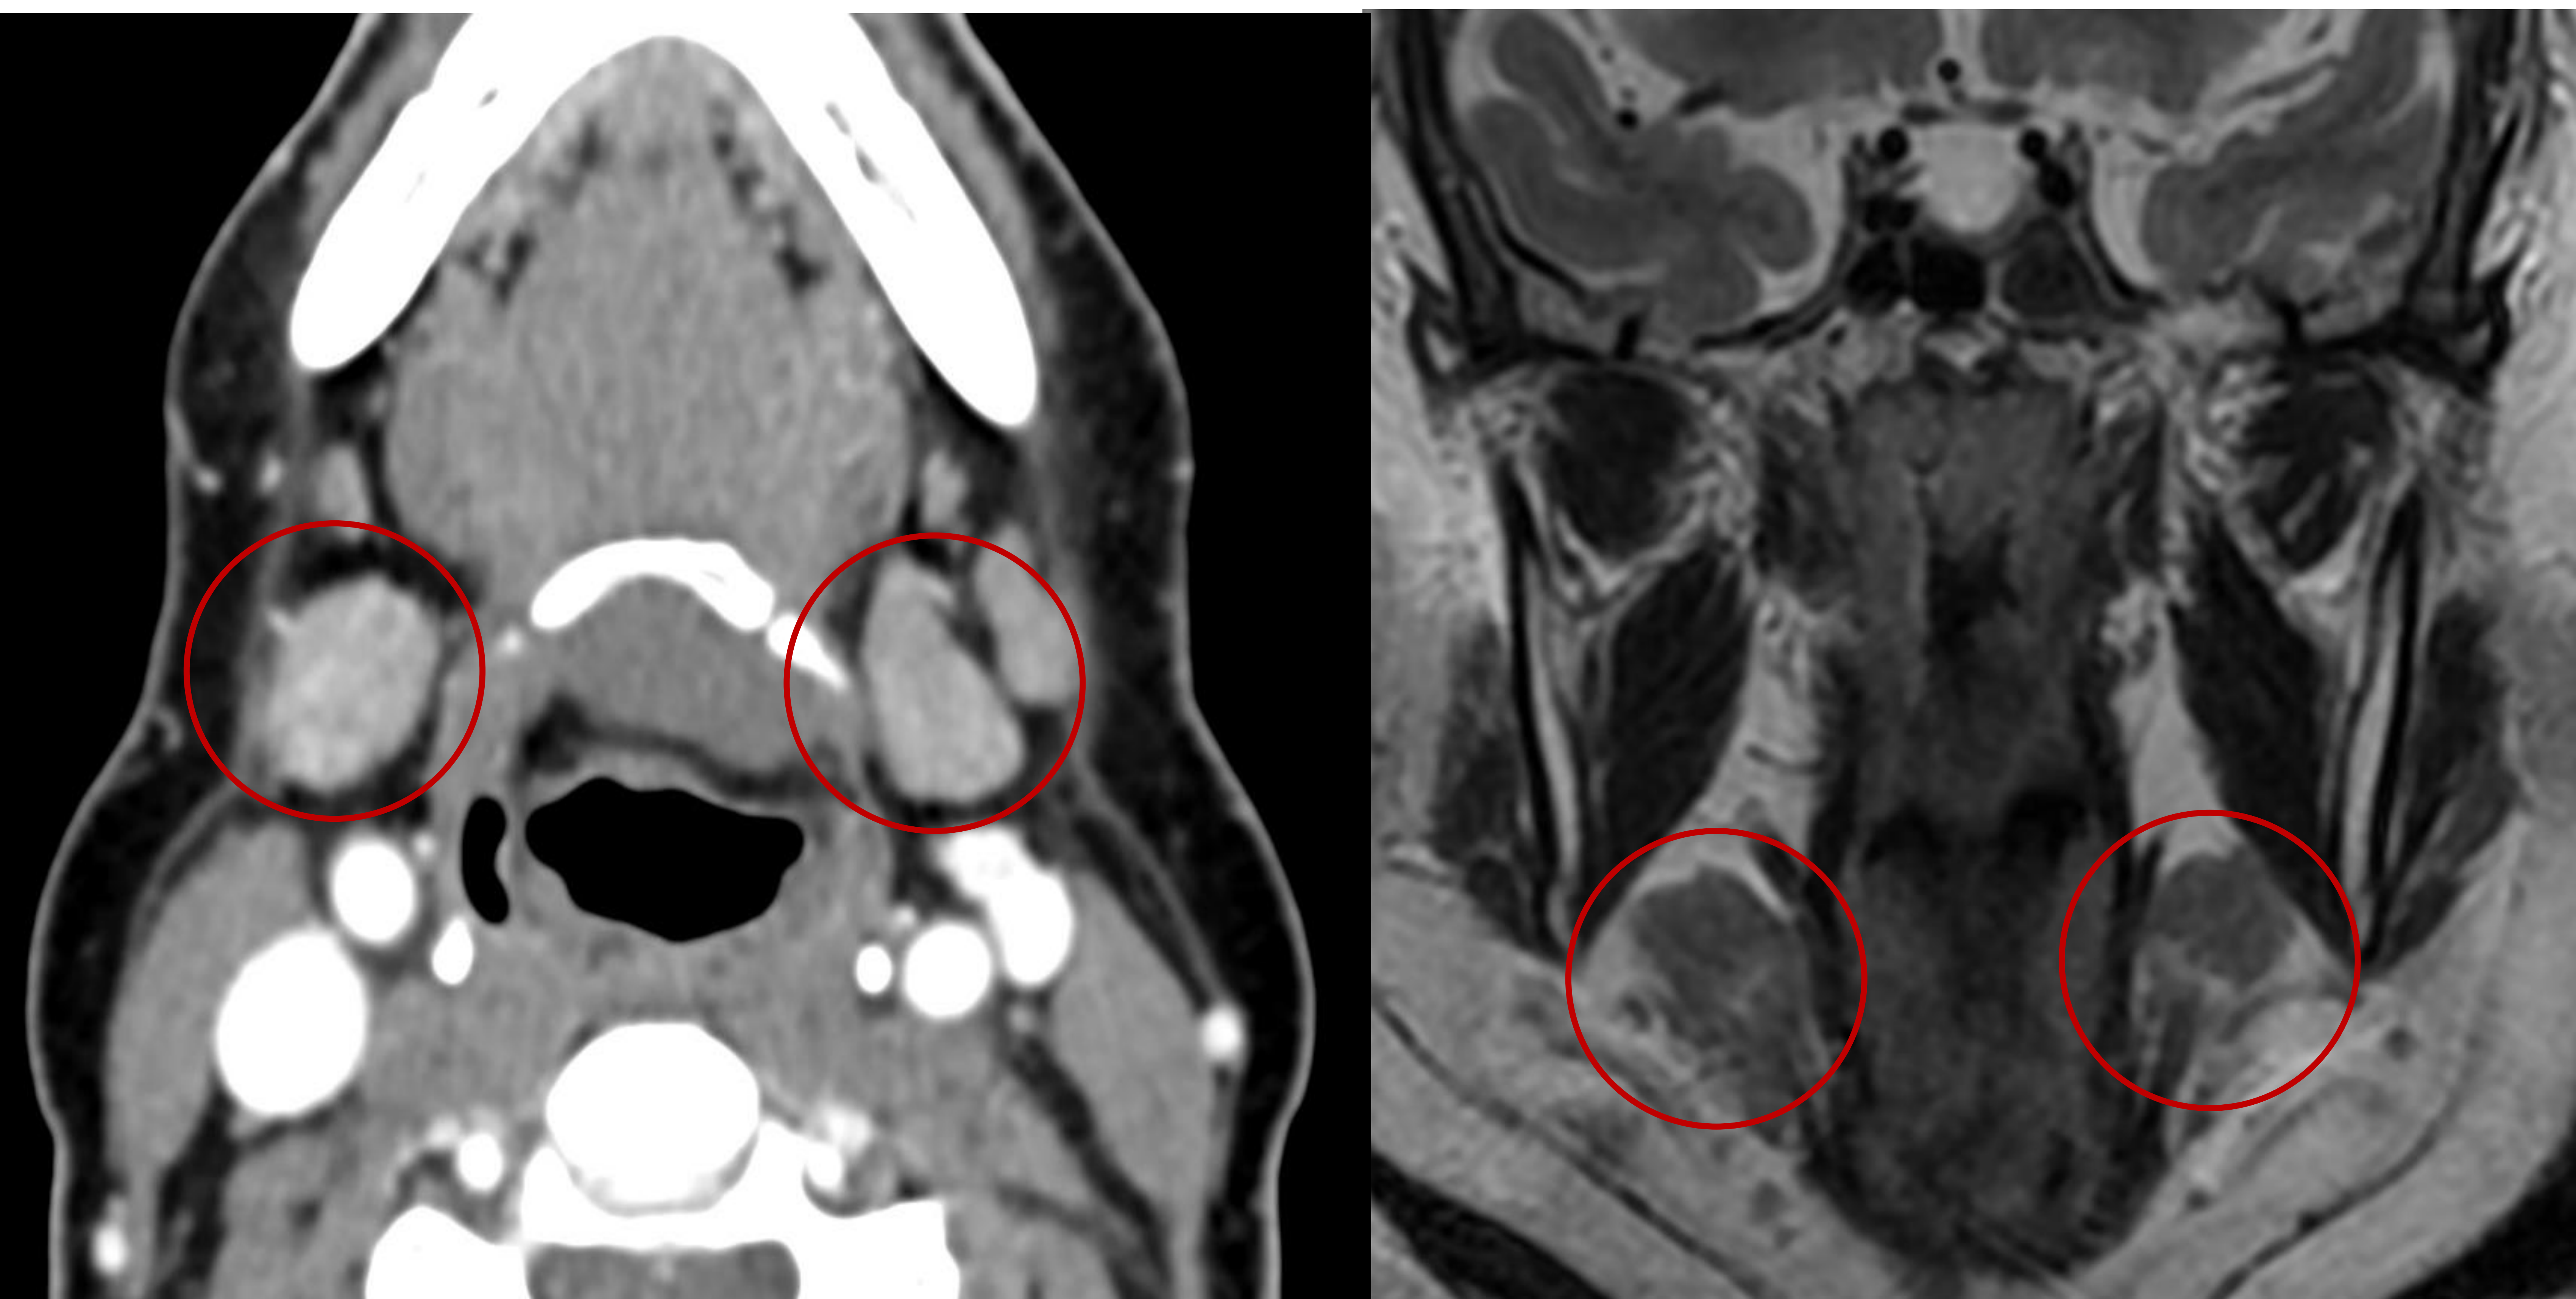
TC axial (izquierda) y RM coronal secuencia T2 (derecha) que muestra ambas glándulas submaxilares señaladas (círculos rojos).
